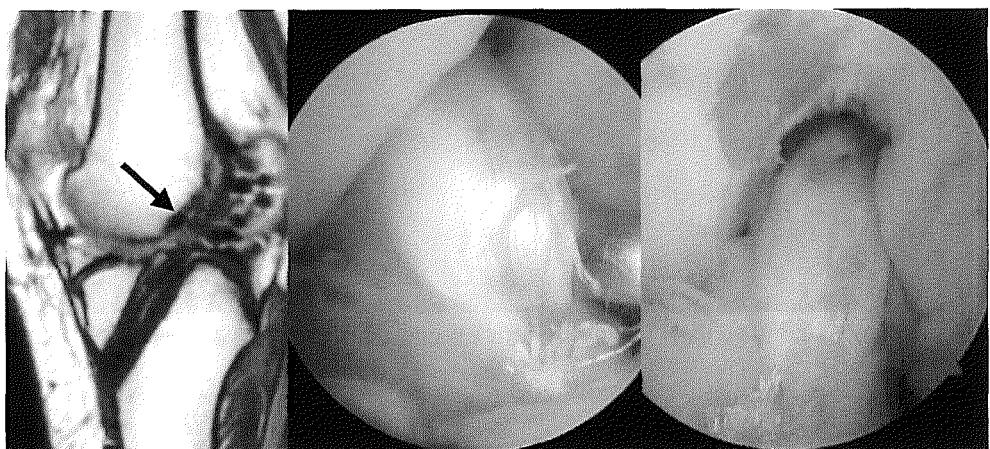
a 20才女性、再建後6ヶ月のMRI像と鏡視像。MRIにて高信号を認めており、鏡視にて脛骨側での部分断裂を認めたため、notchplastyを追加施行した。
